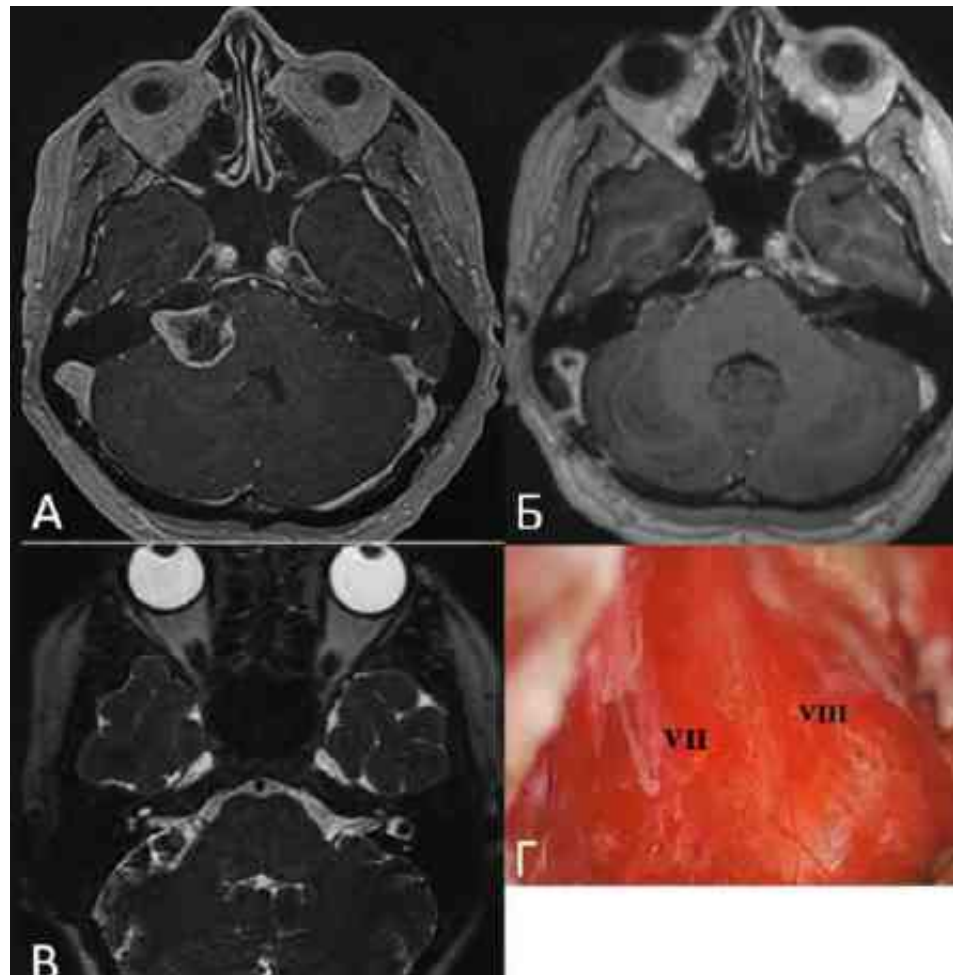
Пацієнтка С. 58 років. Тотальне видалення ВШ. А — МРТ до операції: ВШ з інтраканалікулярним поширенням у ВСП. Б — раннє післяопераційне МРТ з в/в контрастуванням: ознак залишкової пухлинної тканини не виявлено. В — раннє післяопераційне МРТ в режимі 3d Drive: ознак залишкової пухлинної тканини не виявлено. Г — інтраопераційне фото: після повного екстрааракноїдального видалення пухлини. Волокна ЛН та КП візуалізуються крізь збережену павутиноподібну оболону ВСП
